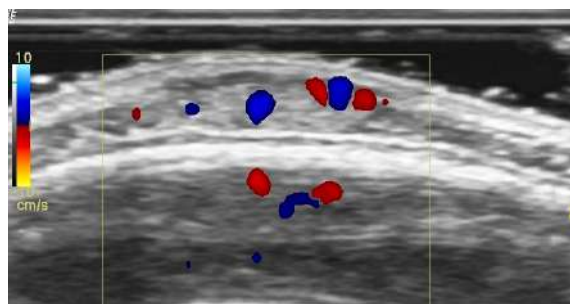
Ultrasonido Doppler a color: hemangioma en fase de involución con aumento de ecogenicidad por infiltración grasa y menos de cinco vasos por centímetro cuadrado.
